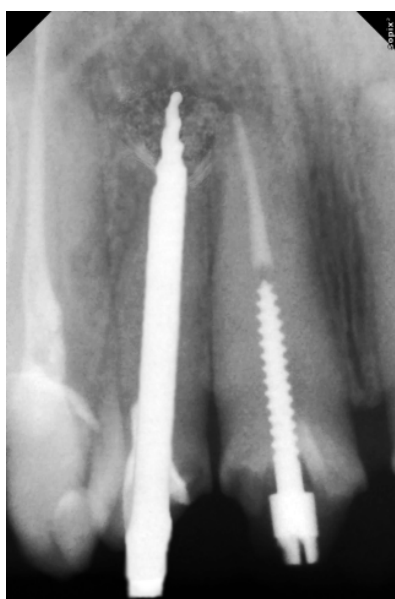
Прицільний рентгенологічний знімок 12 зуба армованого удосконаленням ЕЕІ.
